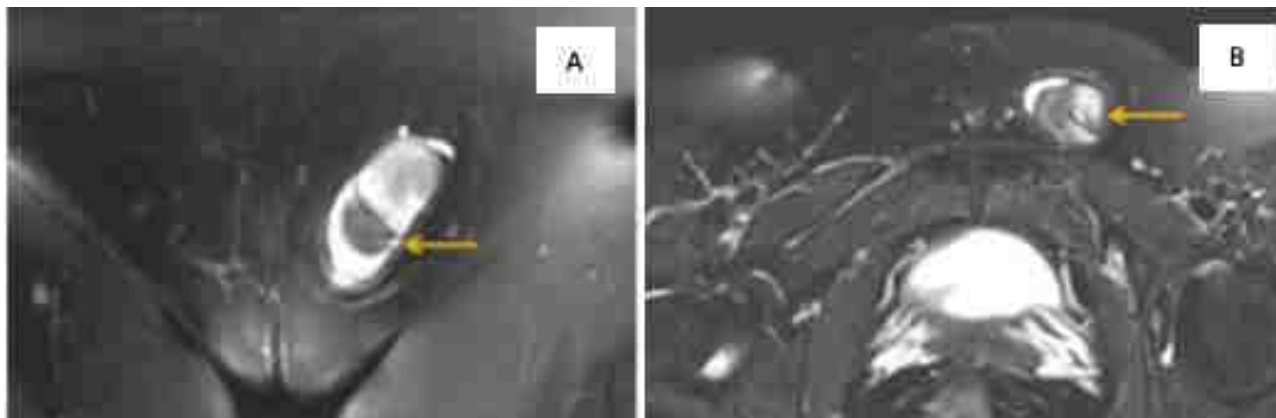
IRM d'une patiente de 35 ans.
